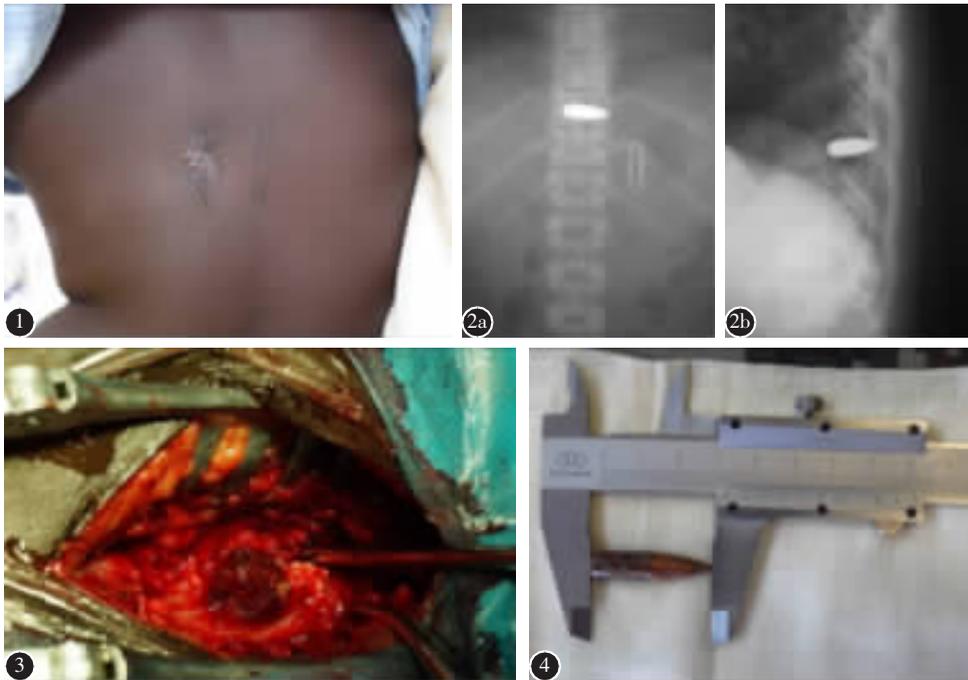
入院时患者背部已愈合的伤口,可见不规则瘢痕 图 2 术前患者正位(a)和侧位(b)X线片,曲别针标记伤口瘢痕位置,可见子弹头部朝曲别针方向 图 3 术中咬开椎板后显示子弹尾部嵌入脊髓的位置,周围可见瘢痕及坏死组织 图 4 术中取出的子弹
